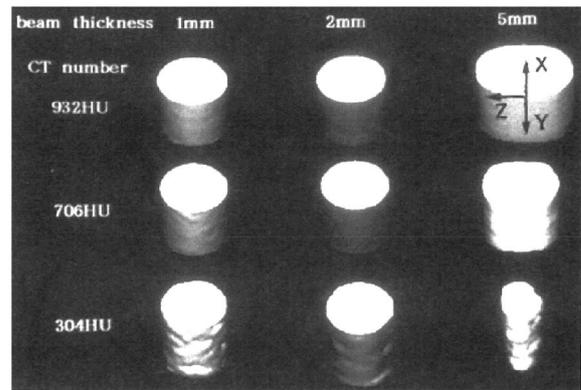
K_2HPO_4 円筒状水溶液の3DCT表示画像²⁰⁾. カットレベルCT値238HU. ビーム厚5mmでZ軸方向に著しく伸縮した像が示されている
